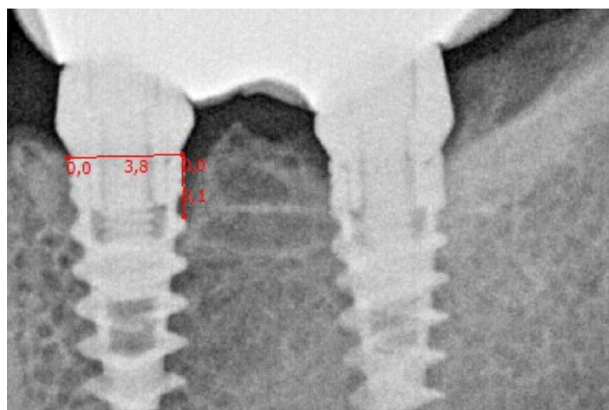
Рентгенологическая оценка уровня резорбции костной ткани (калибровка по известному диаметру имплантата)
